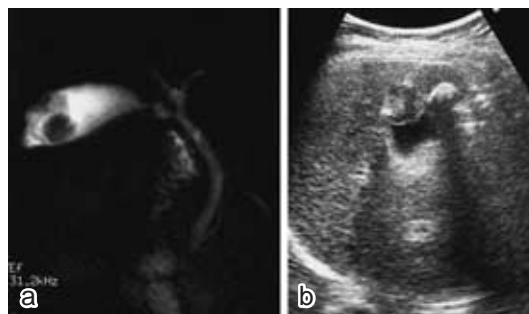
MRCP 所見：胆嚢底部に陰影欠損を認められた．総胆管に拡張はなく，陰影欠損は認められなかった (a)．腹部超音波検査：胆嚢底部に 3 cm 大の腫瘍を認め，表面は不整で肝臓との境界は不明瞭であった (b)．
